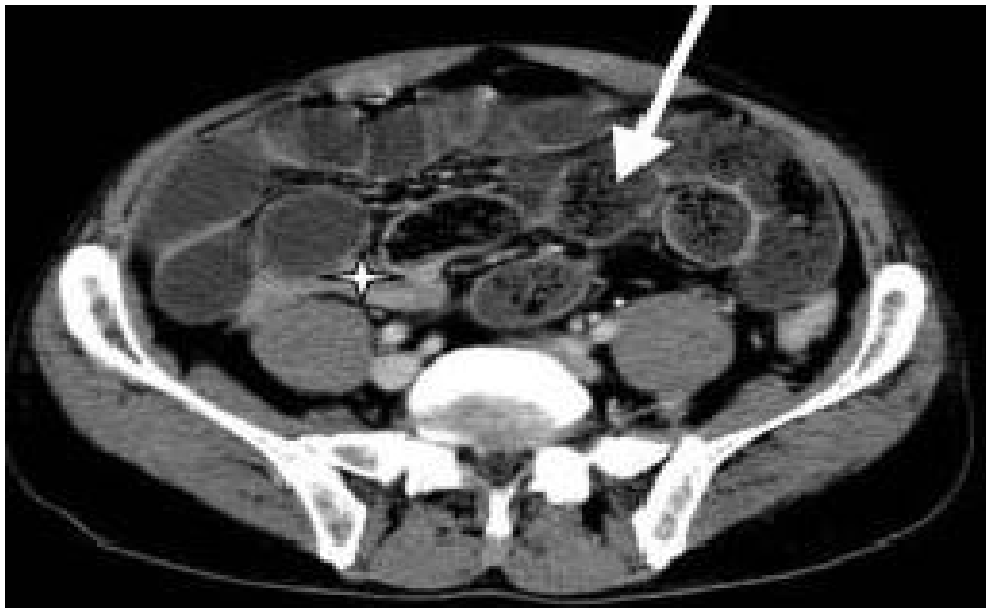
TDM abdominale montrant la zone de transition anses plates-anses distendues (□) avec présence d'un feces sign (flèche).
